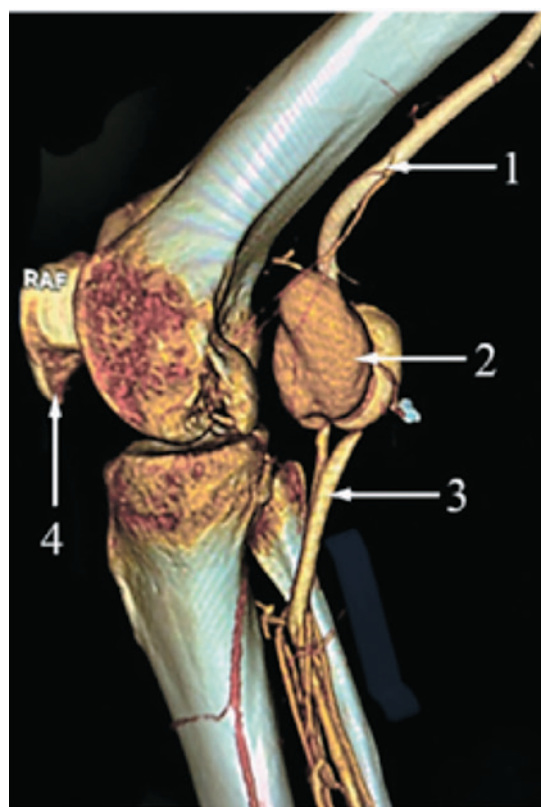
МСКТ-ангиограмма, 3D-реконструкция:
